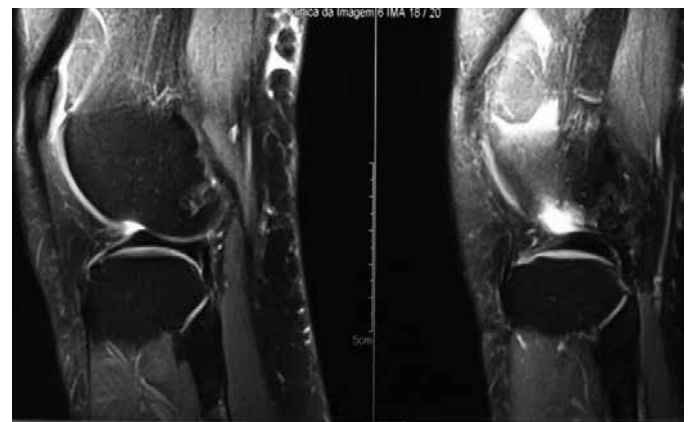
Ressonância magnética em corte sagital com lesão pediculada em compartimento lateral, justa patelar, com hipossinal intrarticular em T2.
